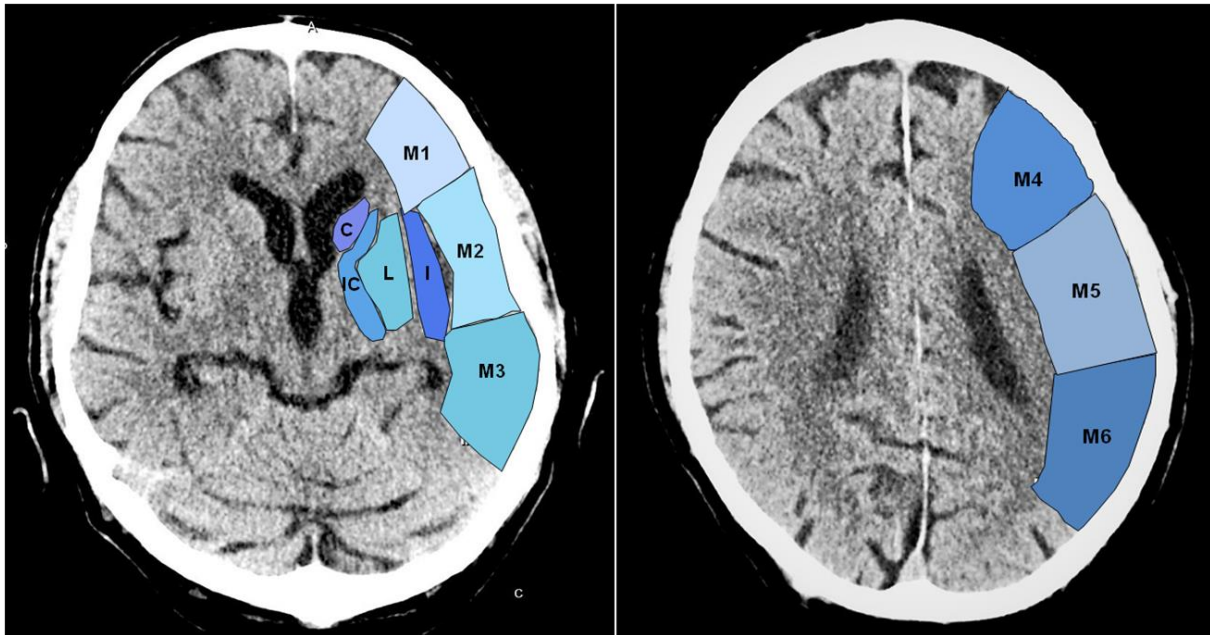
ASPECT- Score (modifiziert nach Barber et al. 2000)
